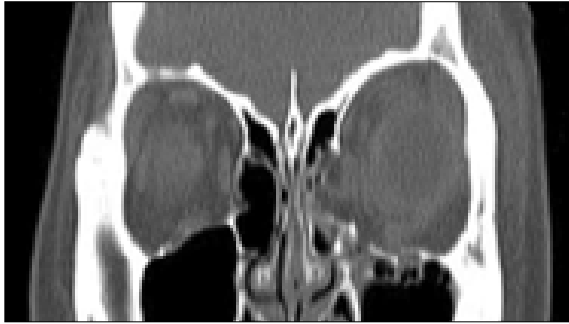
Coronal CT before surgery.
